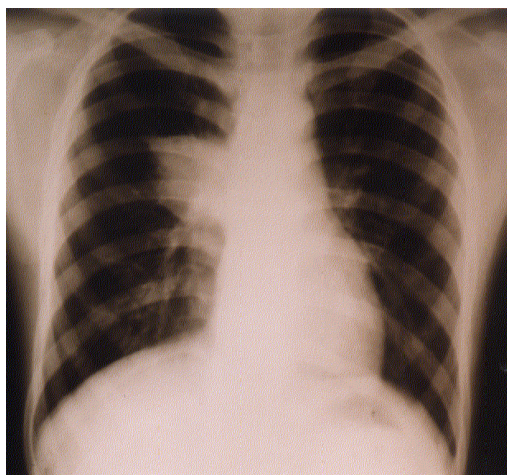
Обзорная рентгенограмма легких больного С. У корня правого легкого неправильной формы тень 6,5x7,0 см.
